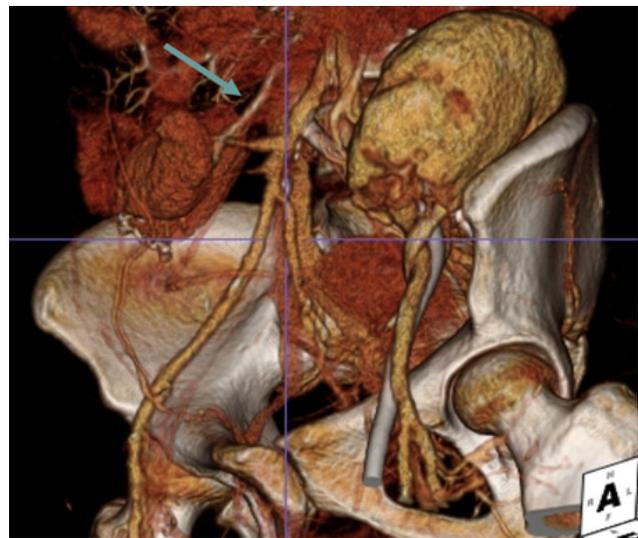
Drenagem venosa no transplante pancreático. VRT (Volume rendered CT) revela a anastomose venosa (seta) entre a V. porta (dador) e a V. cava inferior (receptor).
